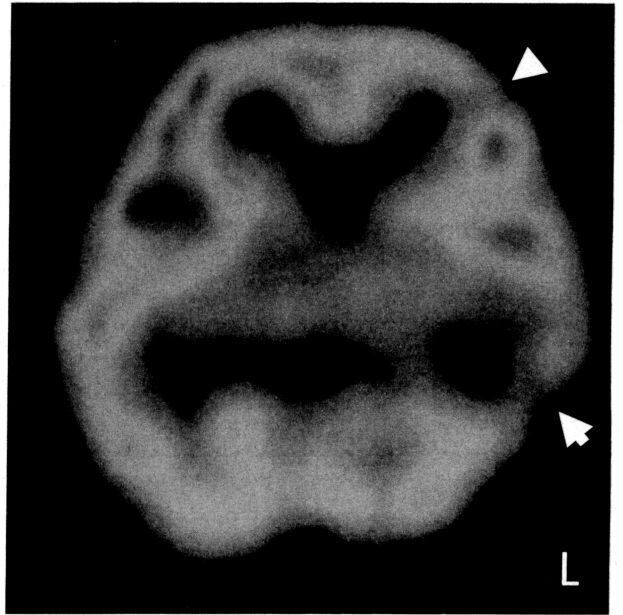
脳MRI-T2WI および発作間欠期 123I-IMP-SPECT
